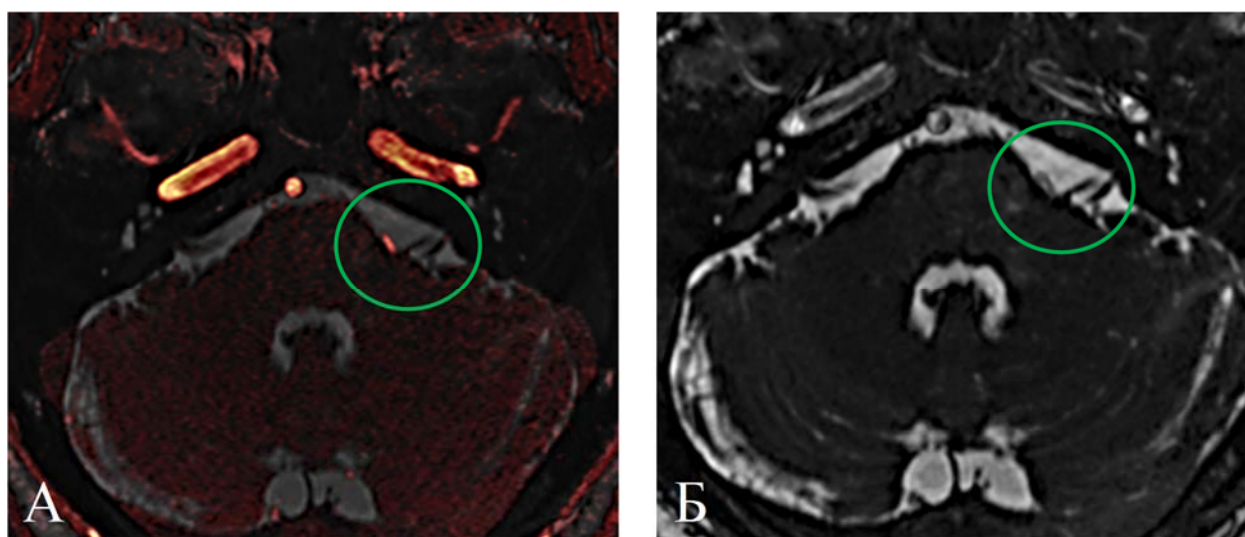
МР-томограммы пациента с левосторонним гемифациальным спазмом, совмещение последовательностей FIESTA и 3D-TOF. Зеленым кругом обозначено место контакта передней нижней мозжечковой артерии и лицевого нерва слева у ствола головного мозга. А – совмещение последовательностей МРТ FIESTA и МРА 3D TOF, аксиальная проекция; Б – МРА в последовательности 3D TOF, аксиальная проекция
